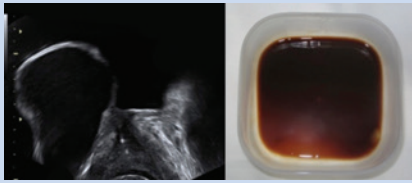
Эвакуированная жидкость при пункции кисты под контролем трансректального УЗИ
